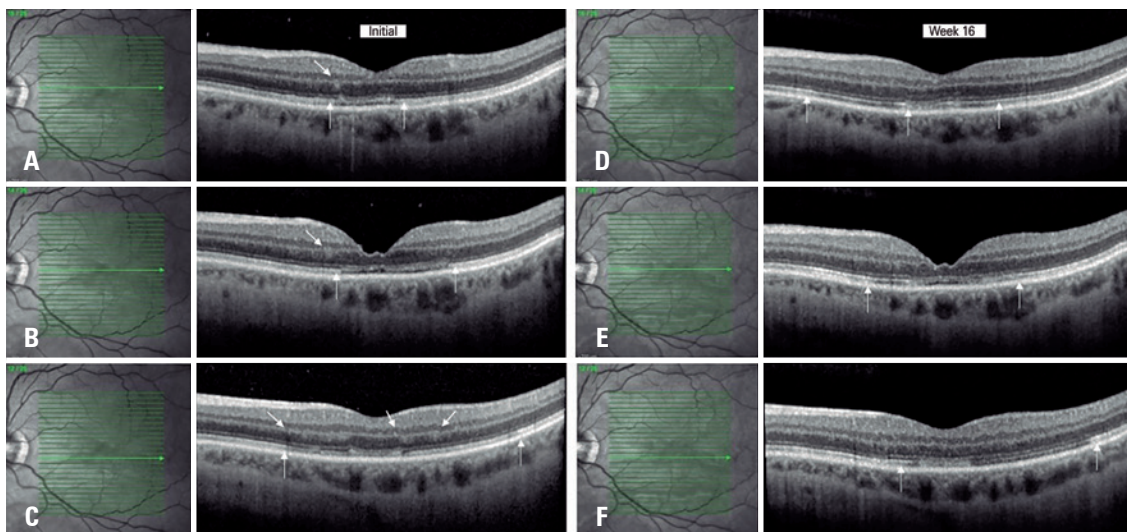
Imagens da tomografia de coerência óptica mostrando banda hiperreflexiva na camada nuclear interna e camada plexiforme externa. Observa-se também atenuação do epitélio pigmentar da retina com lesão tipo 2 (A, B e C). Após 16 semanas, notaram-se uma fina camada nuclear interna e o desaparecimento da área hiperrefletida (D, E e F)
